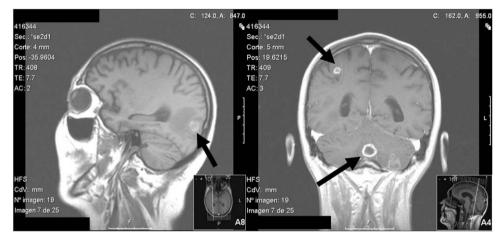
Resonancia magnética encefálica T1 con contraste. Se aprecian 3 lesiones localizadas en lóbulo parietal, occipital y cerebelo, redondeadas que captan contraste en anillo. La lesión occipital con edema perilesional.
